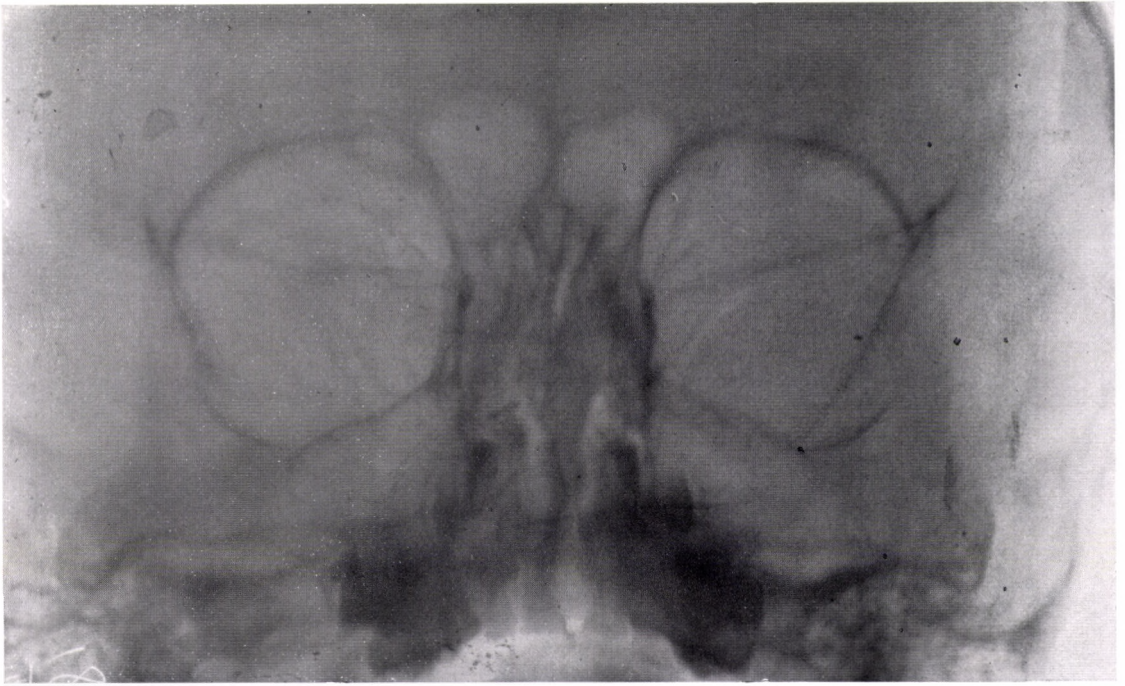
Röntgenbild der normalen Ableitungswege bei einem 4jährigen Kind. Alle drei Teile des Ableitungssystems sind auf beiden Seiten deutlich sichtbar (Auffüllung mit Opacoron)
